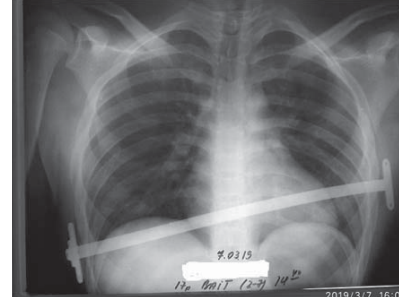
Рентгенографія пацієнта із косим розташуванням коригувальної пластини
